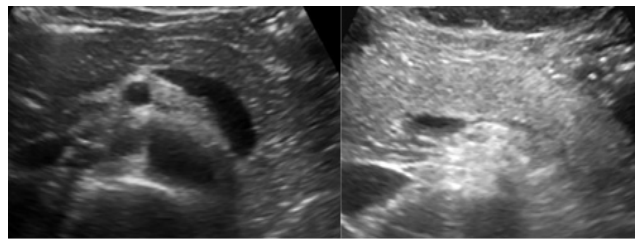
normal and steatosis pancreas ultrasonography
